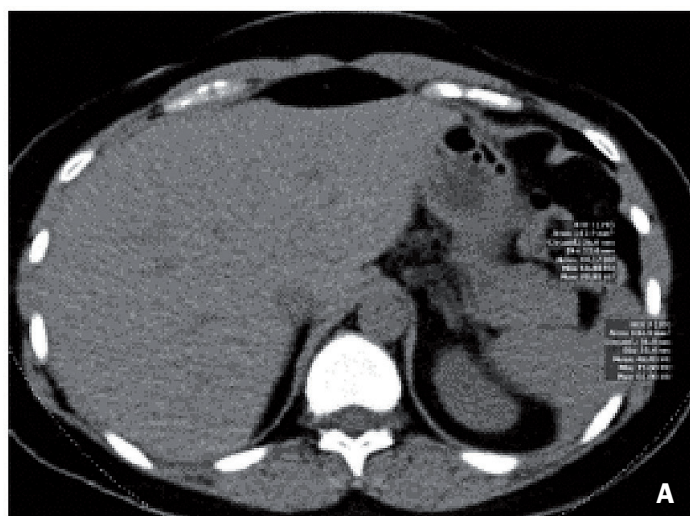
Вимірювання ослаблення щільності ПЗ і селезінки на КТ-зображеннях без підсилення. Ділянка інтересів (ROI) розміром 1 см² уміщується в паренхіму ПЗ і селезінки. Рис. 1а показує трохи менше ослаблення в одиницях Хаунсфілда (HU) у хвості ПЗ порівняно із селезінкою. Рис. 1b показує більш низьке ослаблення в тілі ПЗ порівняно із селезінкою.
